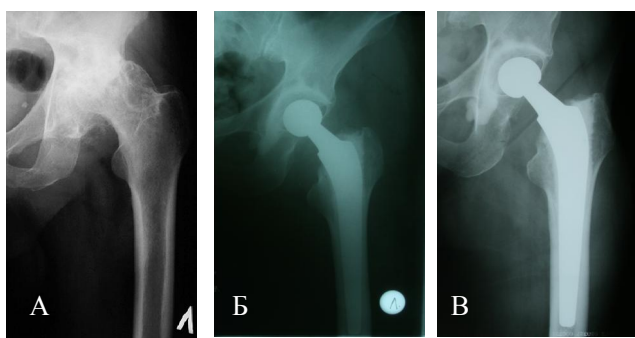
Рентгенологическая картина до оперативного вмешательства (А), на 1-е сутки после операции (Б), спустя 30 месяцев на контрольном осмотре (В)
